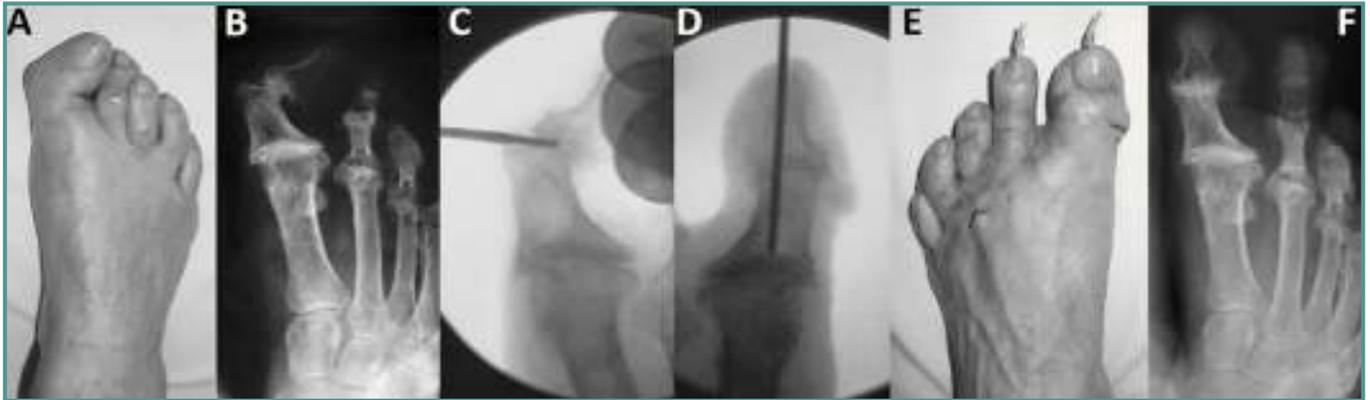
Arthrodesis de la articulación interfalángica con agujas de Kirschner utilizando una técnica mínimamente invasiva para el tratamiento del HVIF articular. En la imagen se muestra la imagen clínica y la radiografía preoperatorias (A y B), imágenes intraoperatorias (C y D) y la imagen clínica y la radiografía postoperatorias (E y F).
